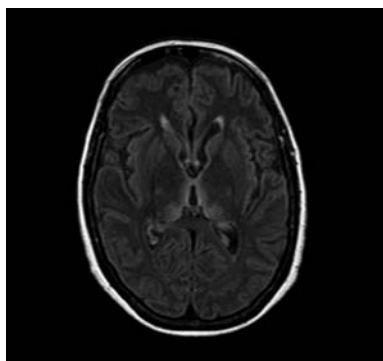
Encefalopatía de Wernicke. RM axial FLAIR. Se observa hiperintensidad de señal en ambos tálamos de manera simétrica.
